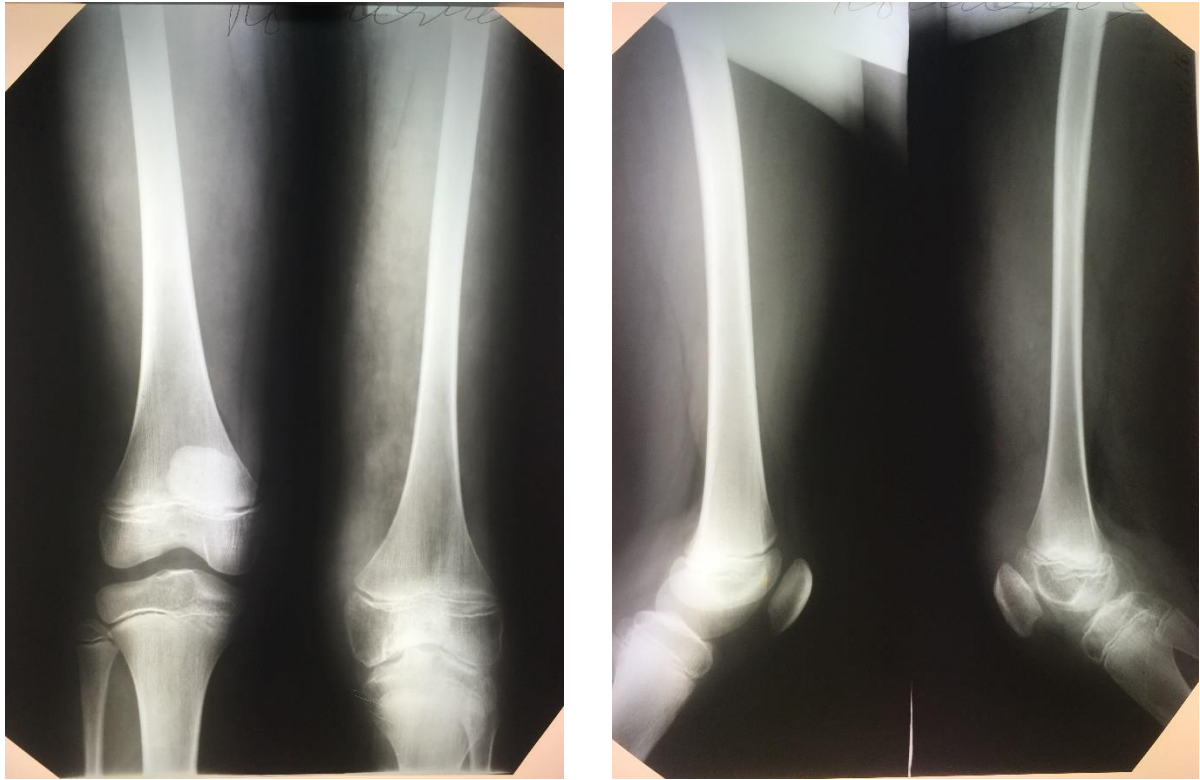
Рентгенограма хворого П., 6 років. Зміна контурів та структури епіфізів.
